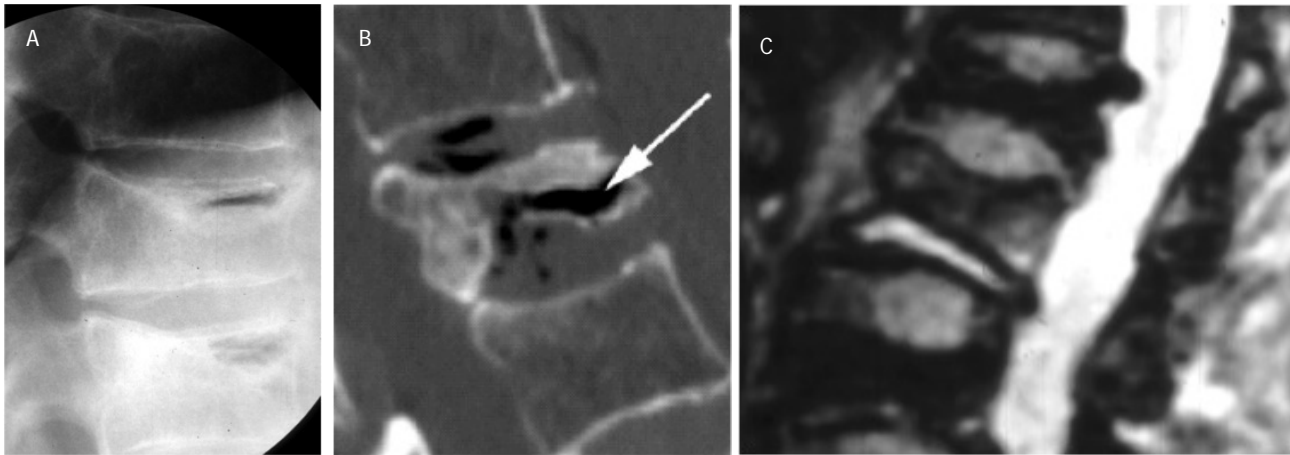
Patients différents. Phénomènes de vide intra-somatique visibles radiologiquement (6A), sur une reconstruction sagittale de scanner (6B) ou sur une IRM (6C : hypersignal sur une séquence en T2). Ceci témoigne indiscutablement d'une mobilité persistante dans le foyer de fracture, analogue d'une pseudarthrose.
